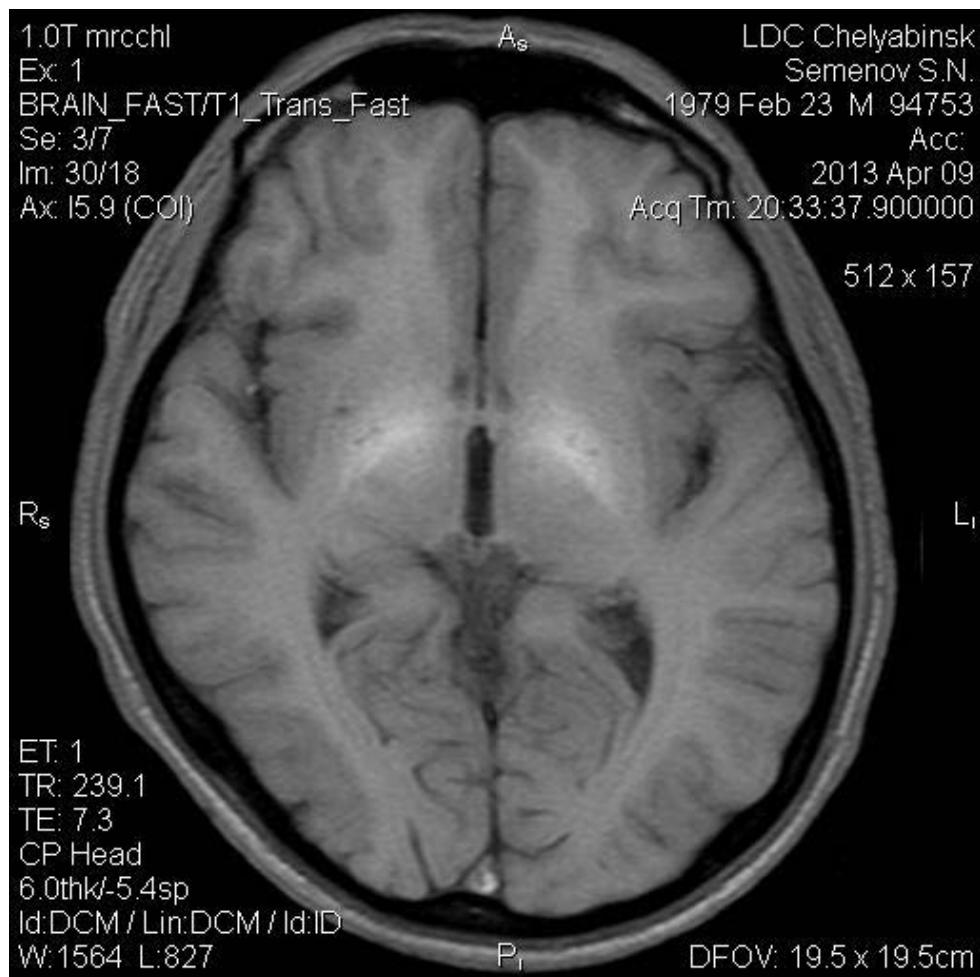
МРТ головного мозга в Т1 режиме при эфедроновом паркинсонизме
